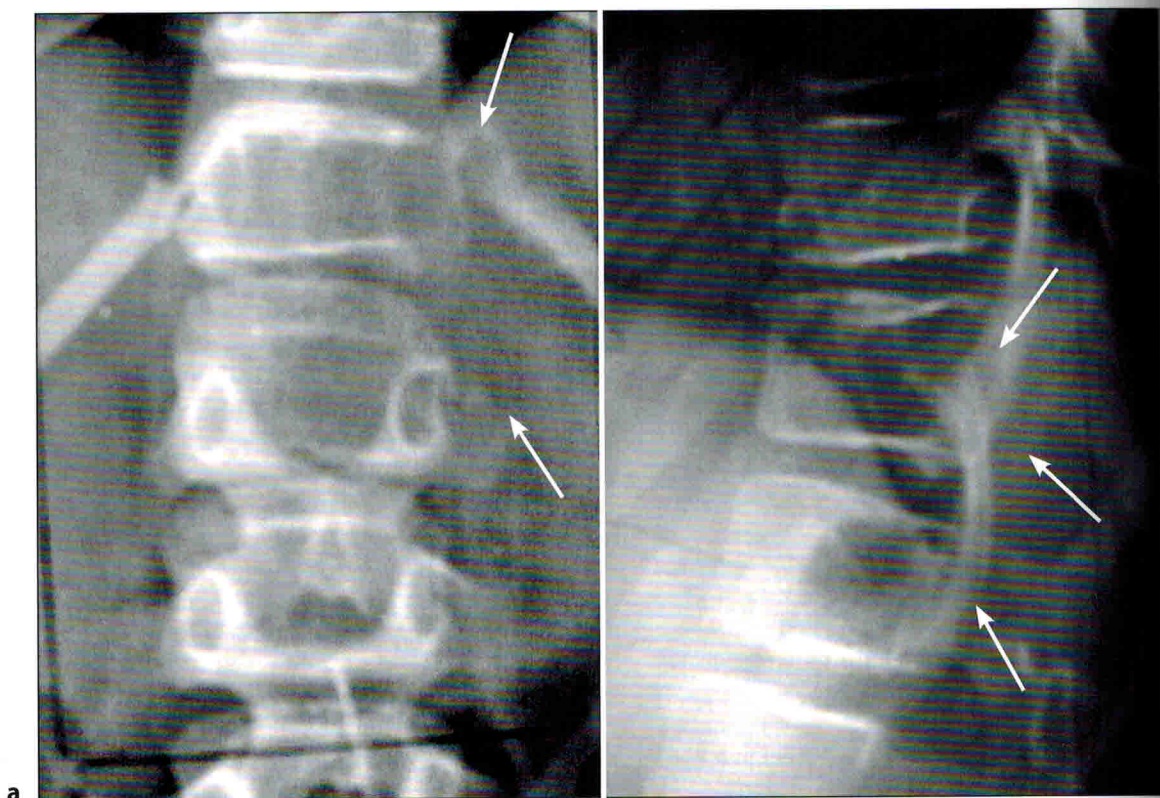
Аневризмальная костная киста Th₁₂ у девочки 12 лет: на рентгенограмме в прямой проекции (а) — снижение высоты левой половины тела Th₁₂ позвонка с отсутствием контура замыкательной пластинки и контура корня дуги; вздутие прилежащего отдела 12-го ребра (обозначено стрелками); на рентгенограмме в боковой проекции (б) — остеолитический очаг в заднем отделе тела Th₁₂, переходящий на дугу; контуры задней замыкательной пластинки тела позвонка, остистого и суставных отростков не определяются; остеолитический очаг в заднем отделе тела L₁ (обозначено стрелками); на поперечном срезе КТ (в) — деструктивный очаг с фестончатыми краями, занимающий левую половину дуги и заднелевый отдел тела позвонка, распространяющийся в позвоночный канал и сдавливающий его более чем наполовину
